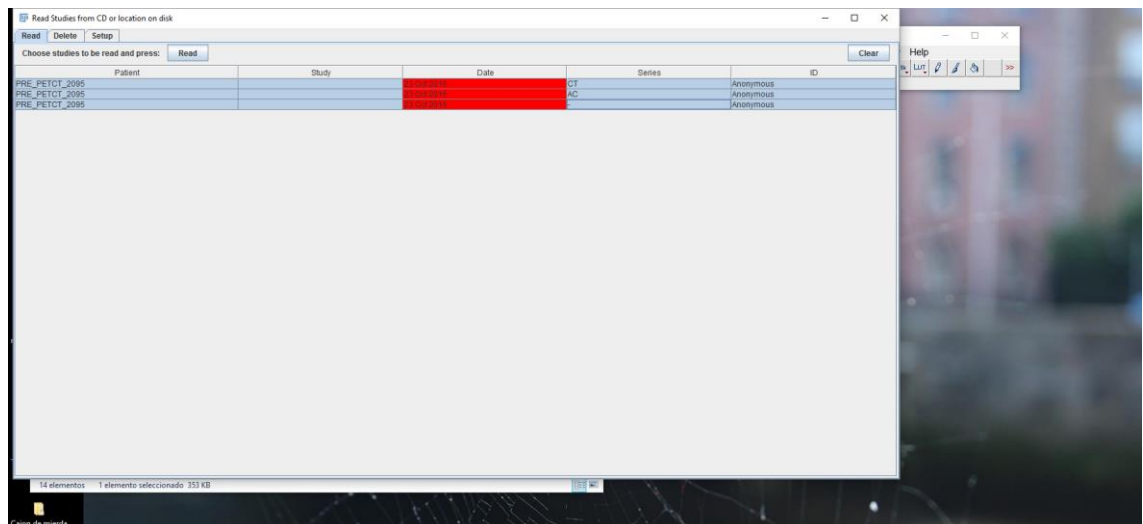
Como abrir una imagen PET/TAC (3)
